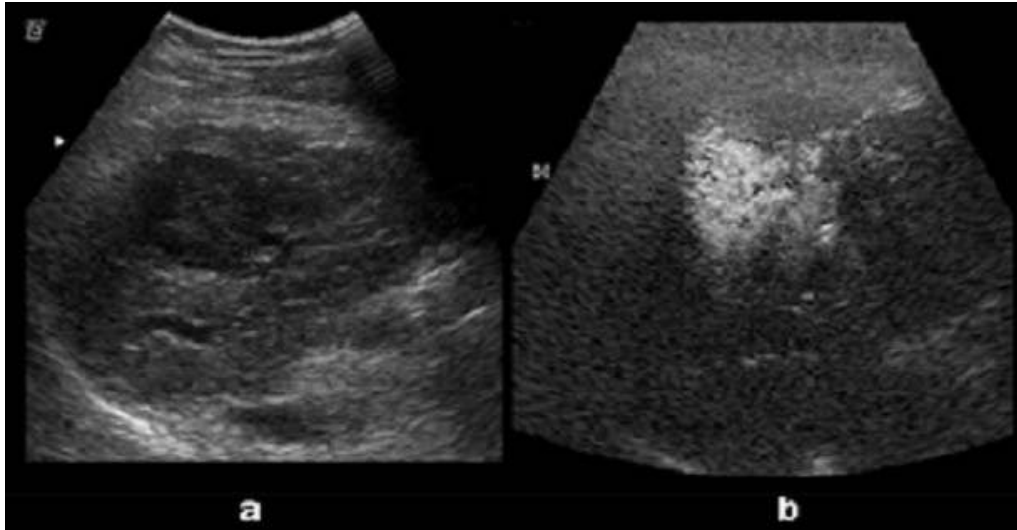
간세포암 초음파 영상 (a) 초음파 조영제 주입 전 (b) 초음파 조영제 주입 후 25초 (심찬섭, 2009, 소화기연수강좌)
